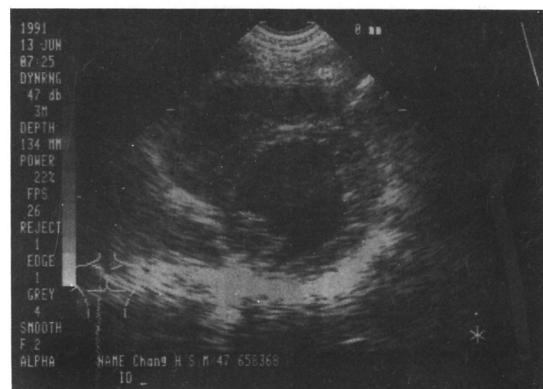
Two dimensional echocardiographic short-axis end diastolic left ventricular image at high papillary muscle level with superimposed tracing of endocardium and epicardium.
